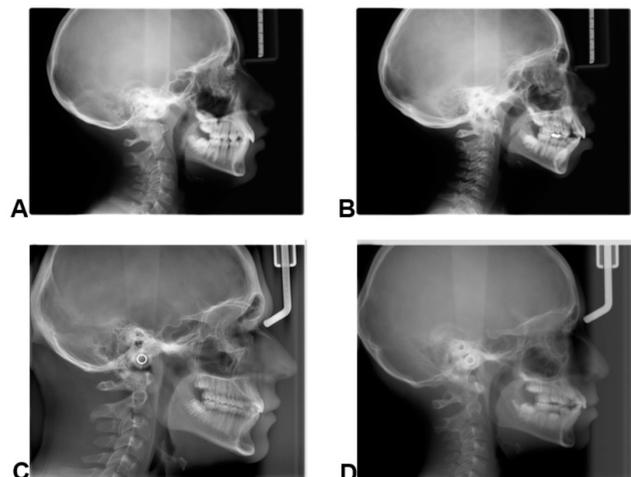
Telerradiografías de perfil obtenidas del Servicio de Imagenología UFT mostrando la clasificación de Cederberg y Stubbs. (A) PP tipo 1. (B) PP tipo 2. (C) PP tipo 3. (D) PP tipo 4.
